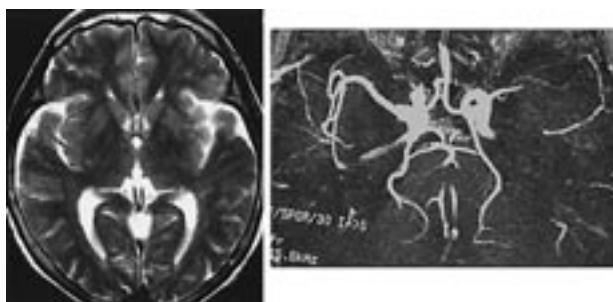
左：突然右片麻痺と全失語症をきたした、66歳：女性（症例3）のMRI（T2WI）である。発症から4時間目のため異常を指摘できない。右：同時に撮影したMRAでは左中大脳動脈閉塞を認める。
